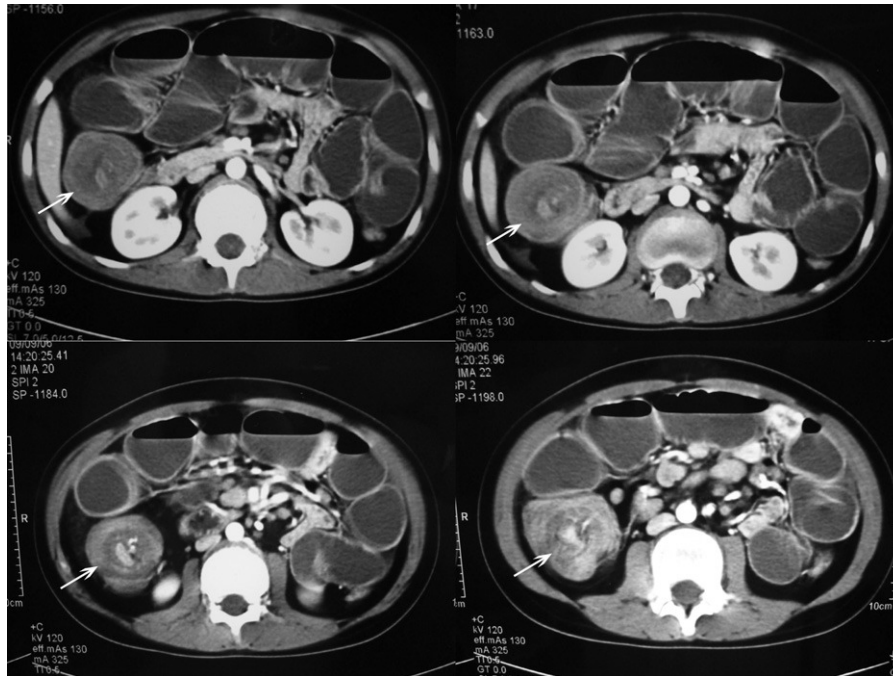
Imagen de TC en la que se aprecia la invaginación ileocólica (flechas) y la dilatación de las asas del intestino delgado.
